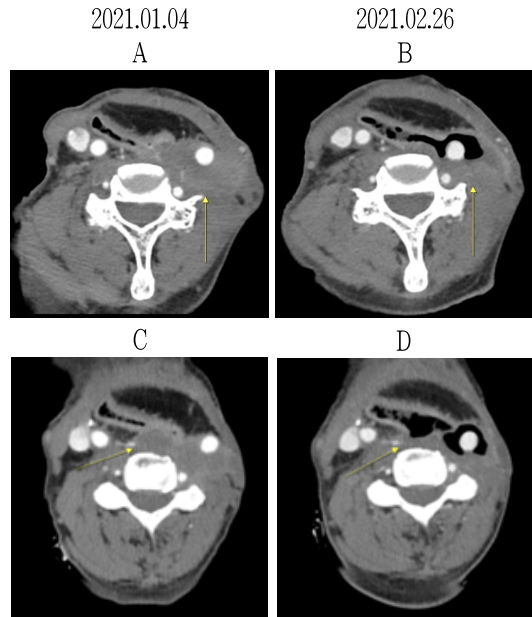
Comparison of neck computed tomography (CT).
